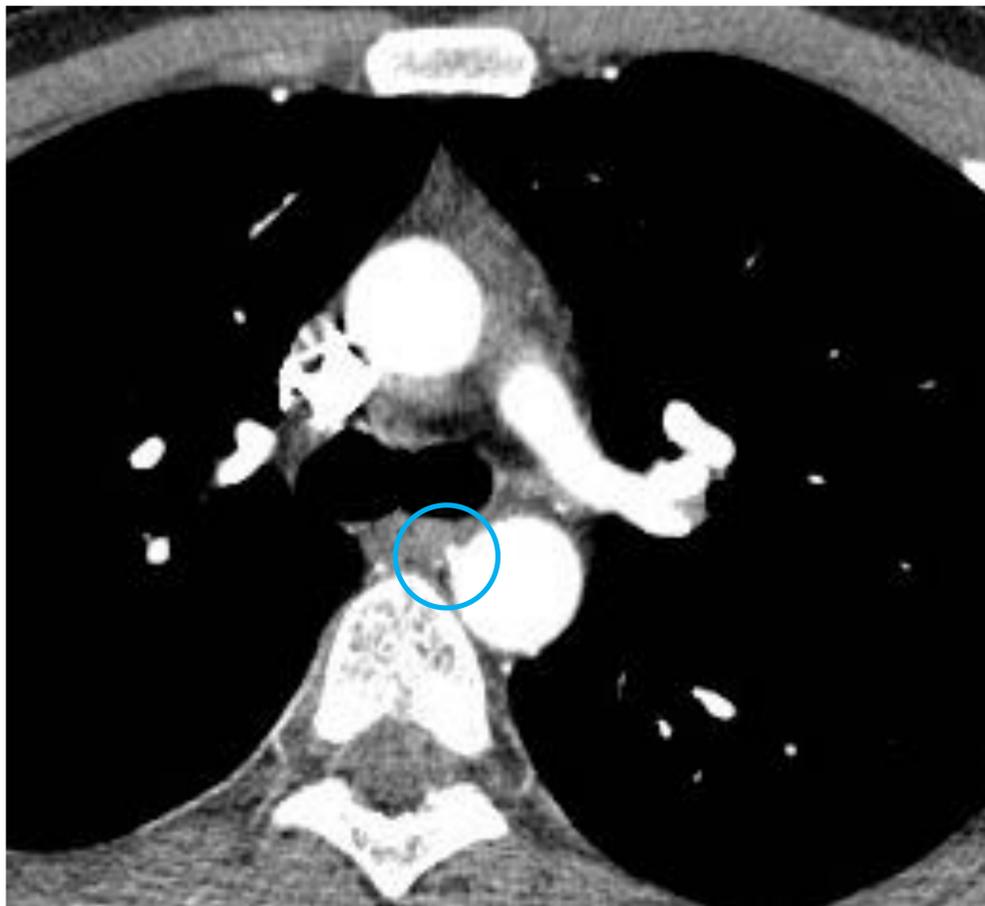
TC de tórax con contraste intravenoso (CIV) en ventana de mediastino donde se objetiva una arteria bronquial derecha ortotópica.
